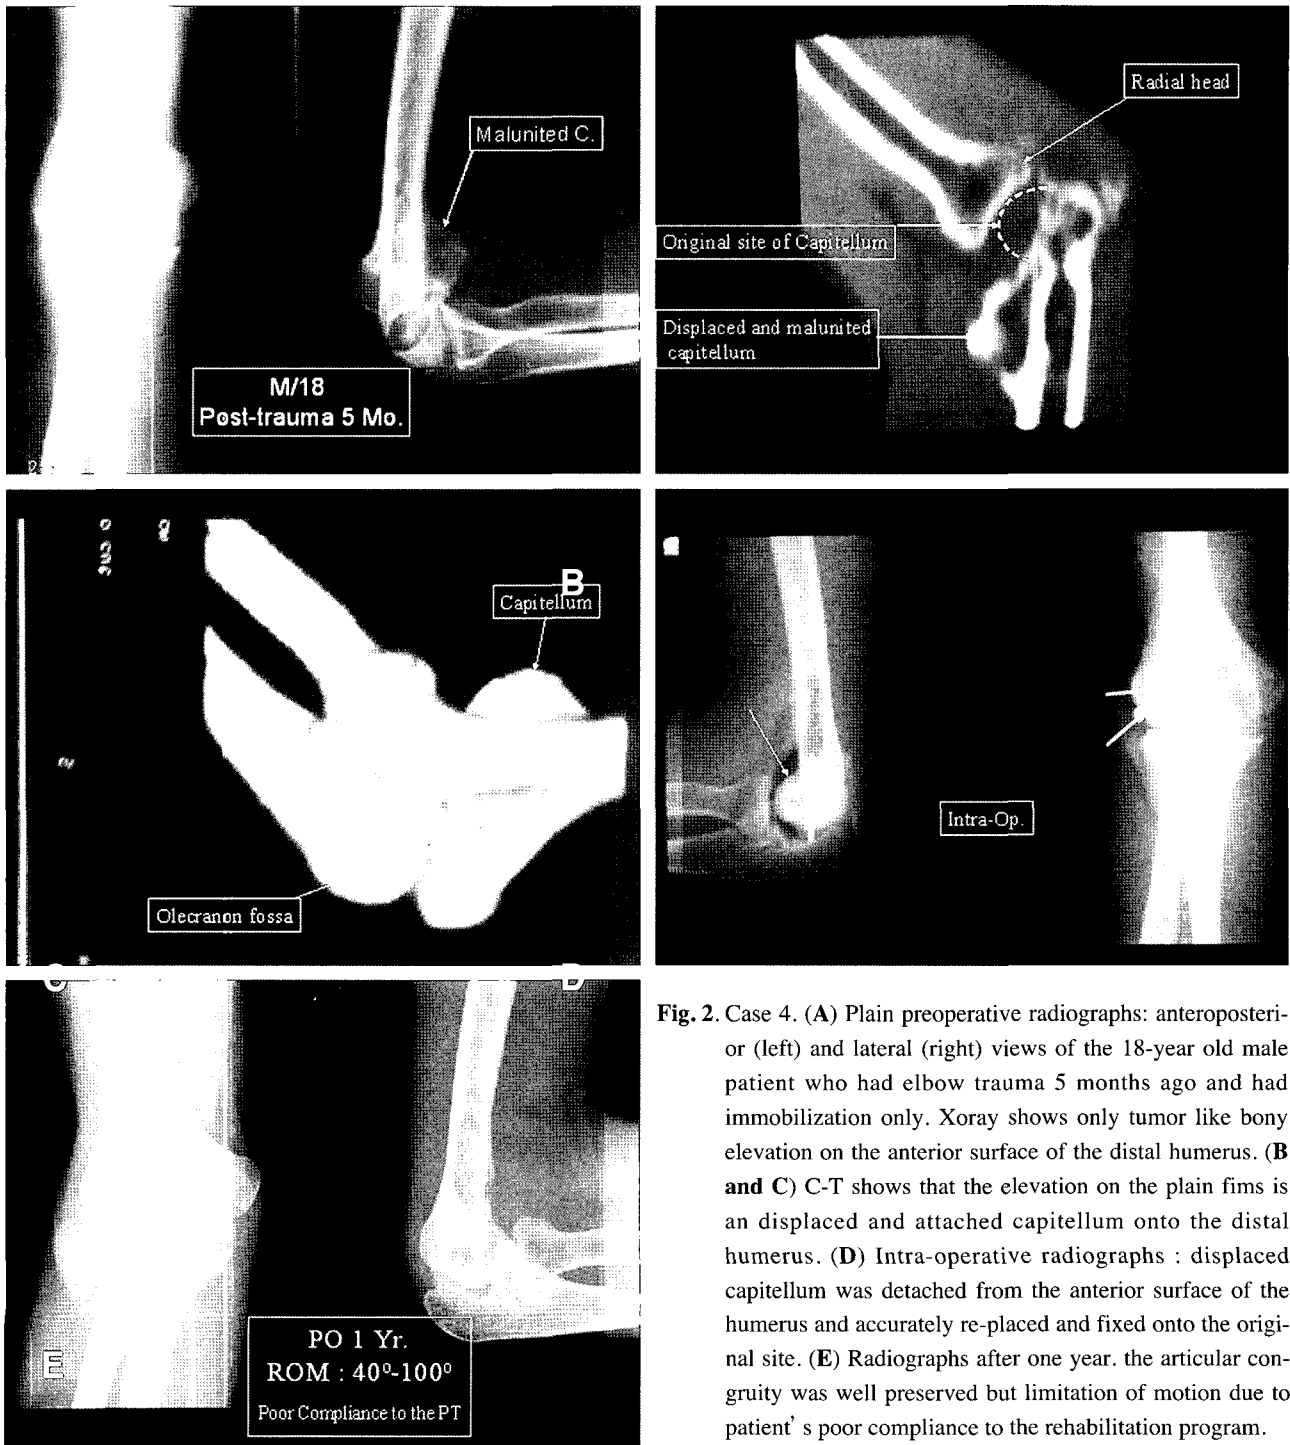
Case 4. (A) Plain preoperative radiographs: anteroposterior (left) and lateral (right) views of the 18-year old male patient who had elbow trauma 5 months ago and had immobilization only. Xoray shows only tumor like bony elevation on the anterior surface of the distal humerus. (B and C) C-T shows that the elevation on the plain films is an displaced and attached capitellum onto the distal humerus. (D) Intra-operative radiographs : displaced capitellum was detached from the anterior surface of the humerus and accurately re-placed and fixed onto the original site. (E) Radiographs after one year. the articular congruity was well preserved but limitation of motion due to patient's poor compliance to the rehabilitation program.
